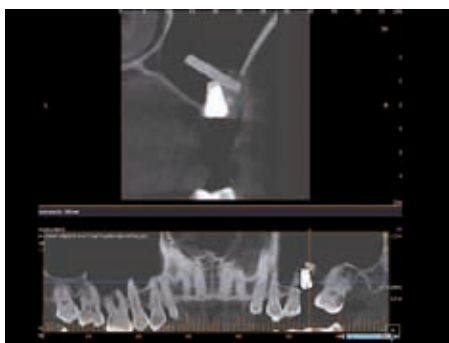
КТ сразу после операции
